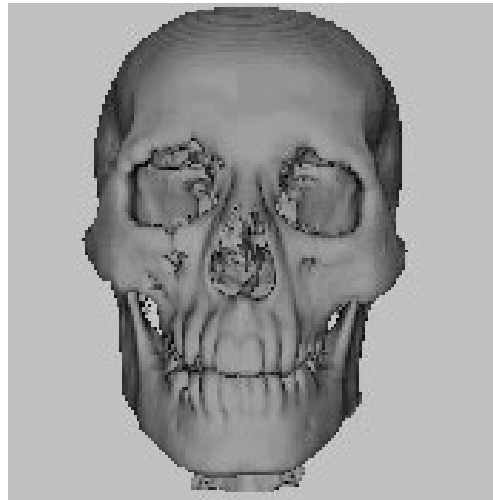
頭骸骨のCT画像のサーフェスレンダリングでの表示結果 [14]
